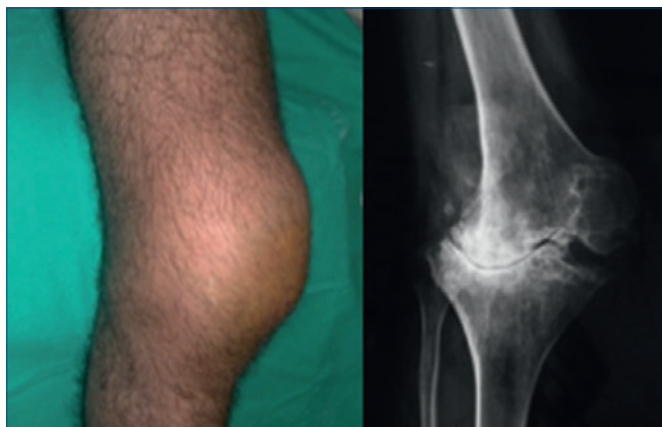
Aspetto clinico e radiografico di una artropatia severa di ginocchio destro di un soggetto con emofilia A grave e HCV di 38 anni.
